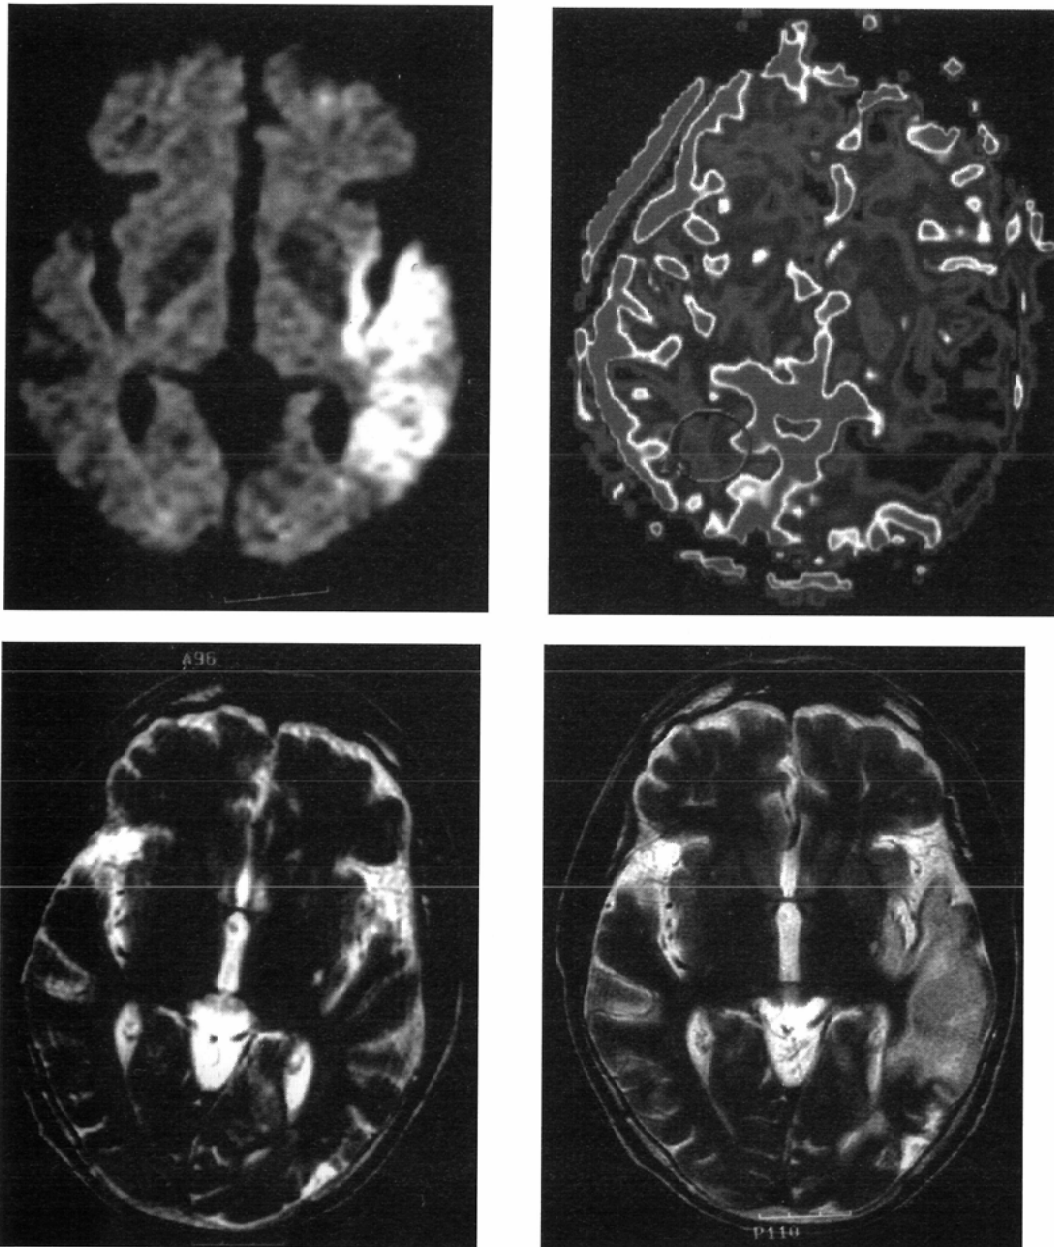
A 73-year-old man with hyperacute infarction(3 hours). FLAIR-based diffusion-weighted image shows a high-intensity area in the posterior MCA territory (A). Perfusion MR image shows decreased CBV in the same region. There is no significant ischemic penumbra. Thrombolysis was not performed. Initial T2-weighted image (C) fails to demonstrate signal change at that lesion. Follow up T2-weighted image (D) shows a high-intensity area that is almost same as the initial DWI.
